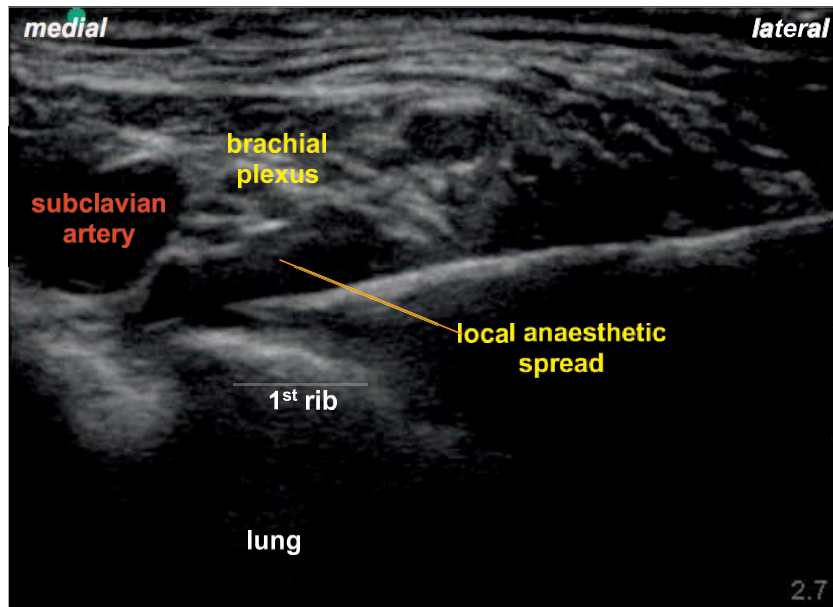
Imagen de ultrasonido demostrando la punta de la aguja en el "bolsillo de la esquina". Note que el plexo braquial ha sido levantado por la inyección de anestésico local y se ha hecho mas fácil de visualizar.
